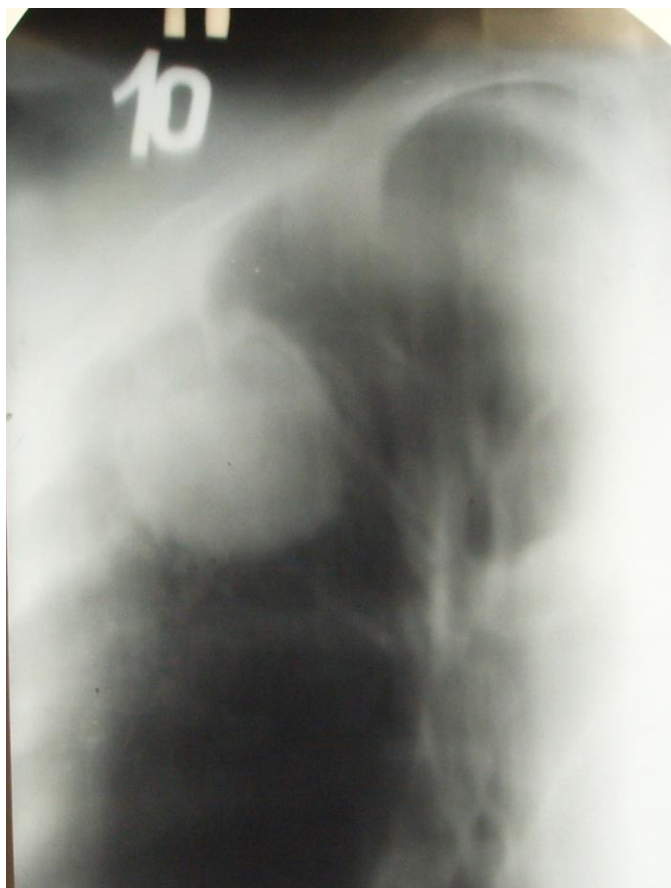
Томограмма верхней доли правого легкого (прямая, срез 10 см).
